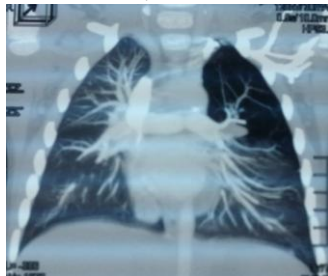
Tomografia computerizată a toracelui. Hiperumflarea lobului superior stîng. Comprimarea lobului inferior stîng.
